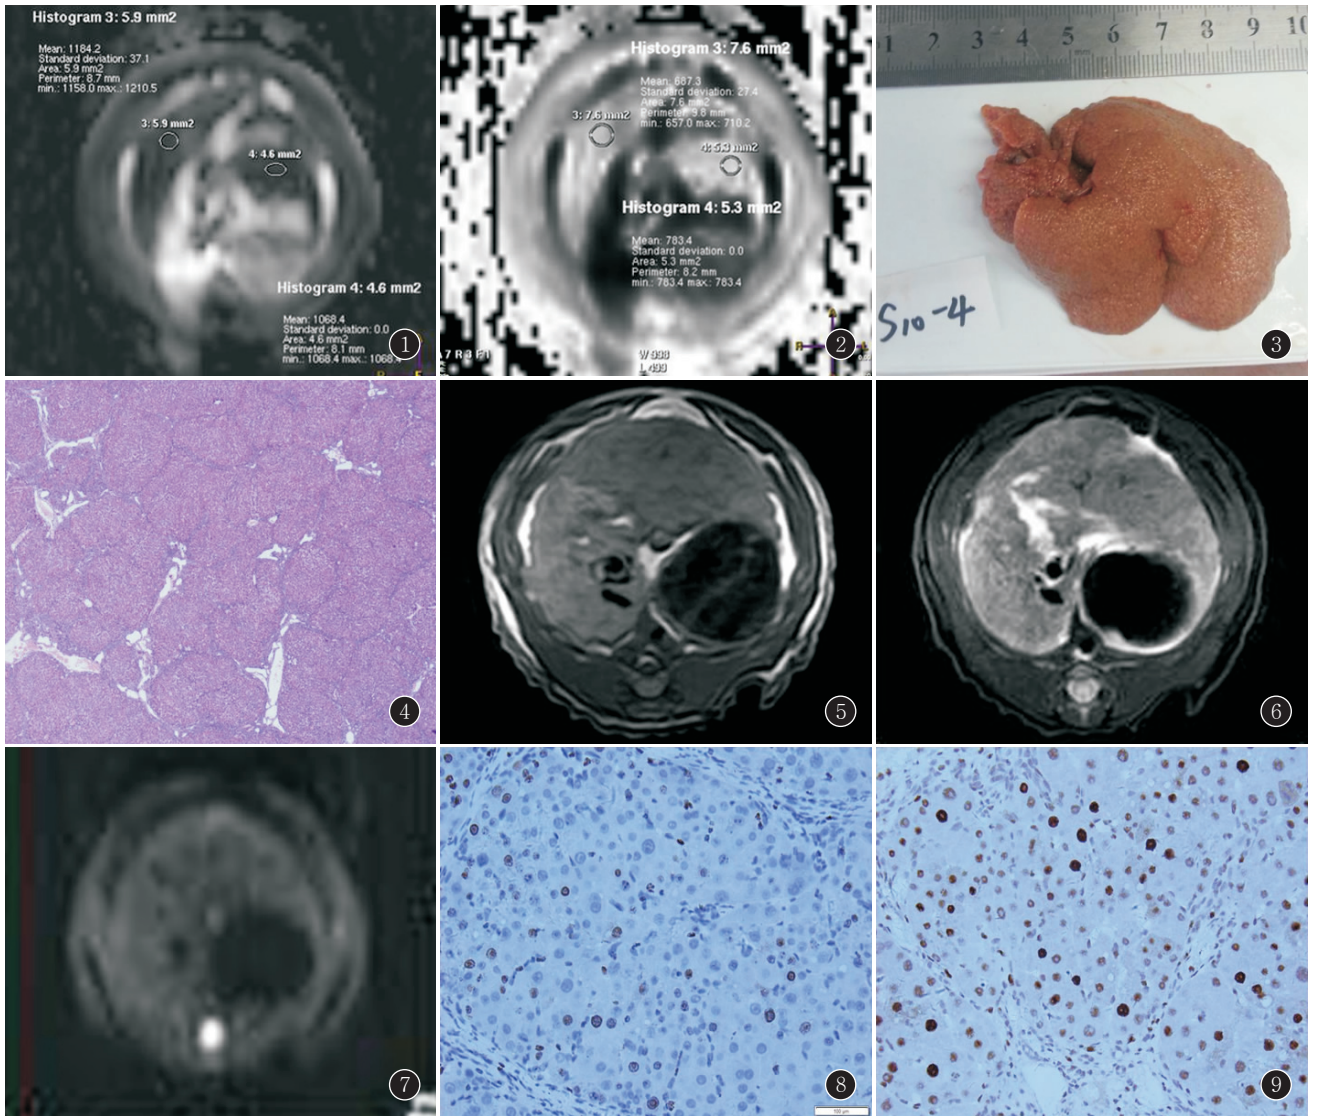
ADC 值测量方法 图 2 eADC 值测量方法 图 3 实验组纤维化兔肝新鲜标本 图 4 实验组纤维化兔肝标本切片 (HE ×400) 图 5 实验组纤维化兔肝 T₁WI 图像 图 6 实验组纤维化兔肝压脂 T₂WI 图像 图 7 实验组纤维化兔肝压脂 DWI 图像 图 8 实验组纤维化兔肝标本免疫组化(Ki-67, ×400) 图 9 实验组纤维化兔肝标本免疫组化(PCNA, ×400)
